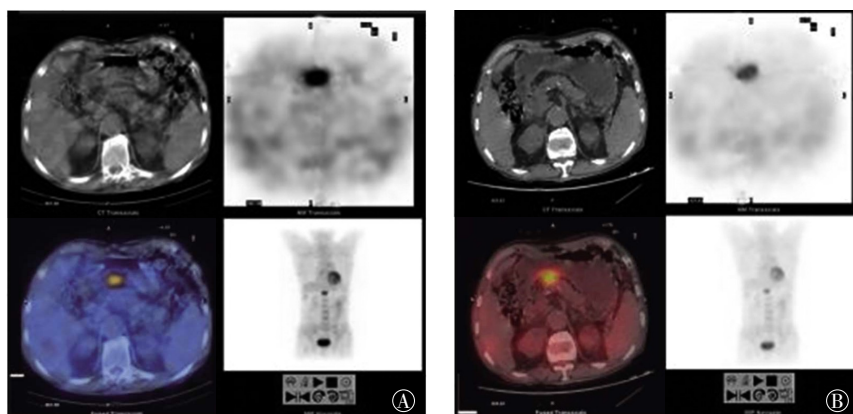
胃小弯侧胃癌患者 ^{18}F -FDG SPECT/CT 显像图 患者男性, 45 岁。图中, A: 同机融合图像; B: 异机融合图像。异机融合显示胃局部肿瘤的图像质量明显优于同机融合。
